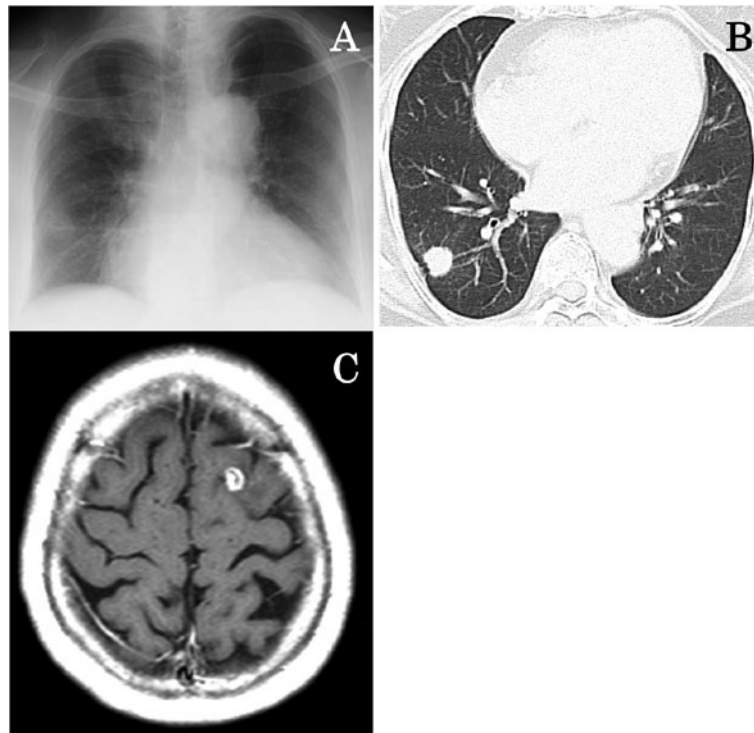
Imaging findings. (A) Chest X-ray at the first medical examination. The nodular shadow was observed at right lower lung field. (B) Chest non-contrast CT image at the first medical examination. The 18 mm nodular was observed at S⁹, S¹⁰. (C) Brain MRI. It showed metastatic lesions in the right and left parietal lobe.
